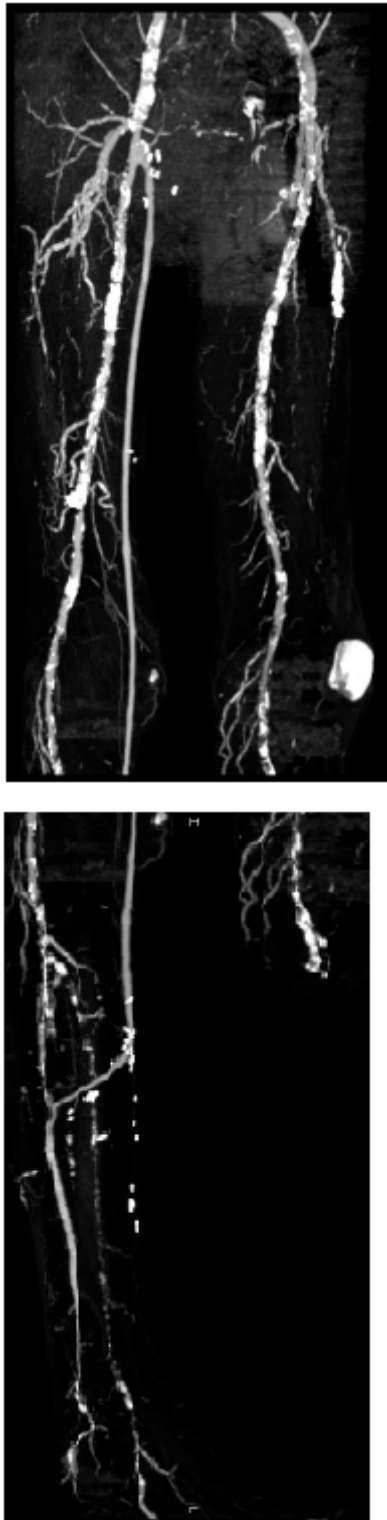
CTA Bild der unteren Extremitäten Quelle: UKGM, Klinik für diagnostische und interventionelle Radiologie
